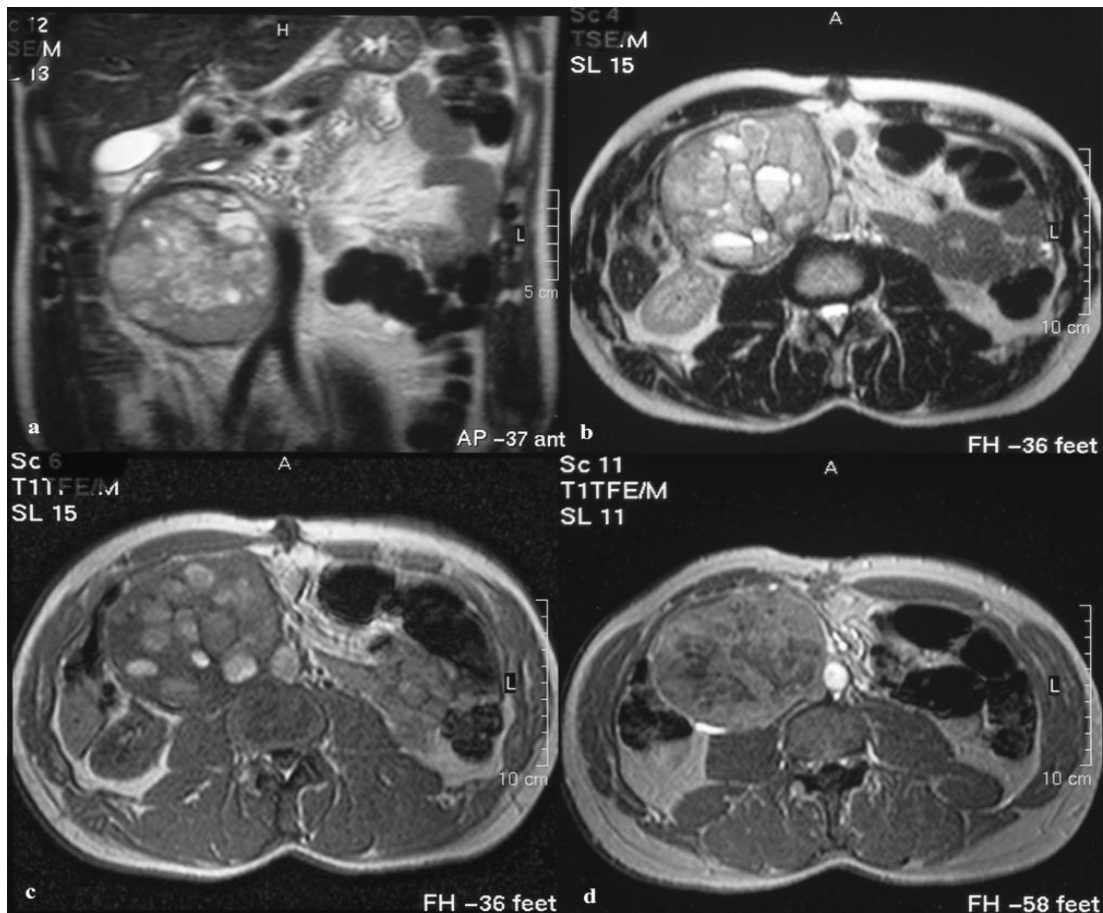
a-d: IRM abdominale a) Coronal T2 : masse rétropéritonéale accolée au bord droit de l'aorte avec une fine paroi en hyposignal b) Axial T2 ; masse rétropéritonéale constituée de multiples logettes kystiques avec des niveaux hydro-hydriques c) axial T1 sans injection : certains kystes sont en hypersignal T1 d'origine hémorragique (flèche blanche). d) axial T1 avec injection de gadolinium : masse se rehaussant modérément après contraste. La veine cave libre est bien individualisée en hypersignal entre le psoas et la masse (*PARAGANGLIOME RETROPERITONEAL*) [79]
